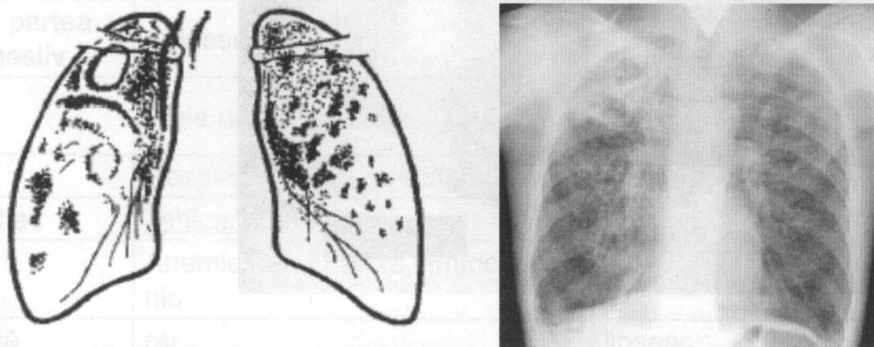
Radiografie toracică standard: Tuberculoza diseminată cronică: se observă opacități nodulare multiple confluențe situate asimetric în câmpurile pulmonare superioare și medii bilateral, de intensitate diferită și dimensiuni variate pe fundal de fibroză pronunțată, retracția superioară a hilurilor, opacități inelare (cavități) în regiunea subclaviculară pe dreapta.
